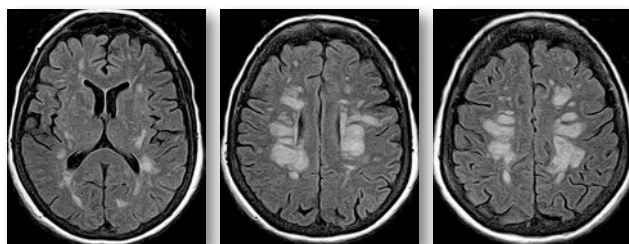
МРТ-зображення головного мозку пацієнта в режимі T2/Flair
